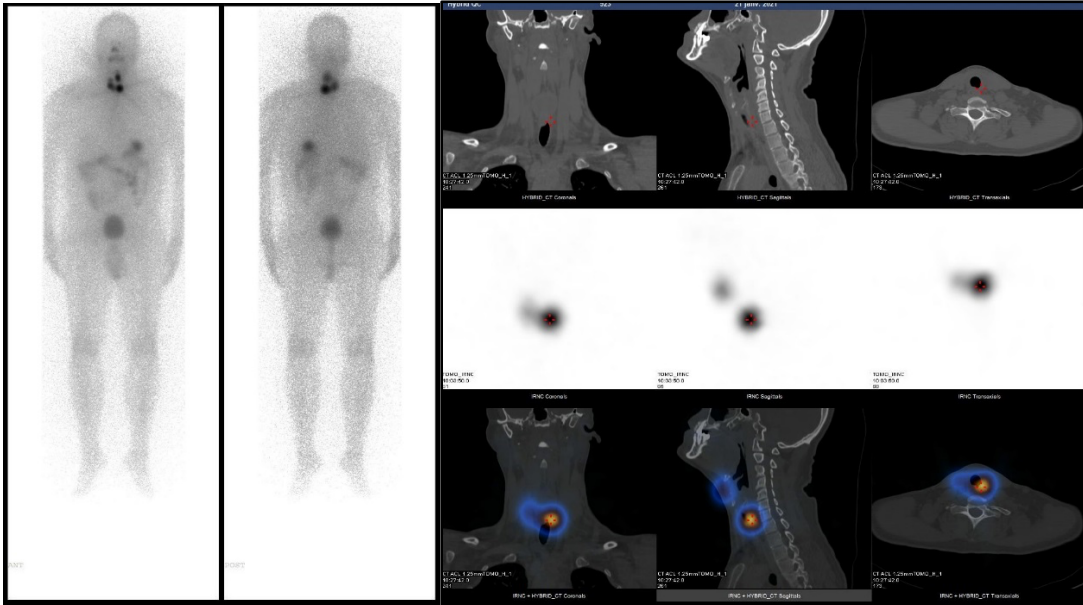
Homme, 48 ans présentant un CP infiltrant, pT1bNxMx, examen au ^{99m}Tc positif, taux de fixation à 0,16 % . Le Balayage post thérapeutique et acquisition SPECT/CT (1.1 GBq d' ^{131}I) montrent trois reliquats thyroïdiens an niveau cervical, fixations physiologique digestive et vésicale (Source Auteur, service de médecine nucléaire, HMRUC).
